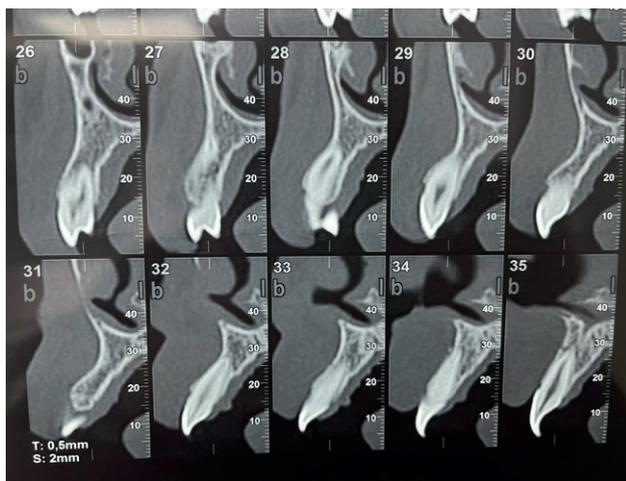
Estudio de CBCT. Obsérvese en los cortes 33 y 35 pequeña línea de fractura de la cortical externa.
